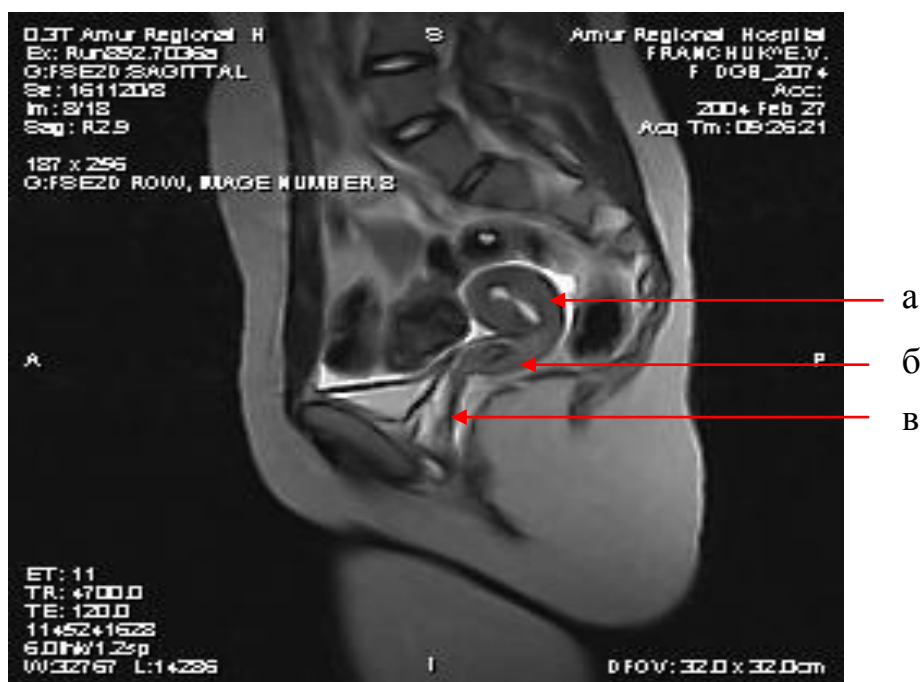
МРТ пациентки с аплазией нижней и средней трети влагалища при функционирующей матке.
